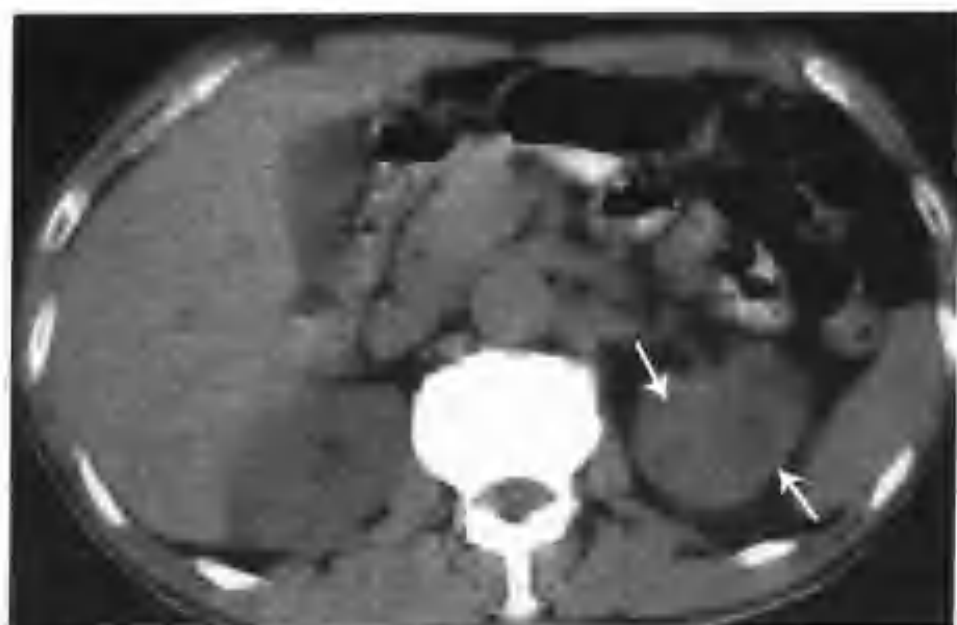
左肾透明细胞癌 (CT 平扫左肾上中极局部密度减低, 肾窦脂肪间隙消失 (箭头))
